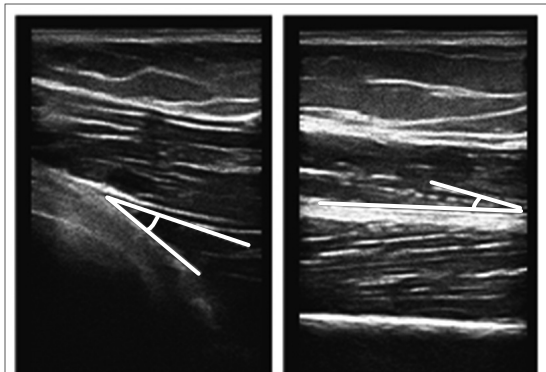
Pennation angle measurement of rectus femoris and vastus medialis in ultrasound image.
